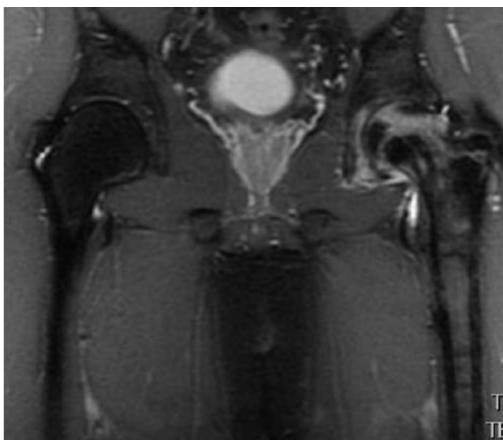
Pelvis de resonancia magnética coronal: secuencia T2
